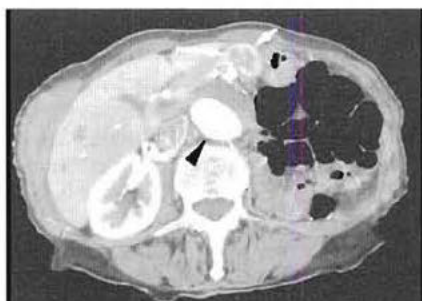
TDM pancréatique après injection de contraste : la masse du corps du pancréas est hypervascularisée de façon hétérogène (flèches) (cancer du pancréas). Pour mémoire, anévrisme de l'aorte abdominale (tête de flèche), partiellement thrombosé.
